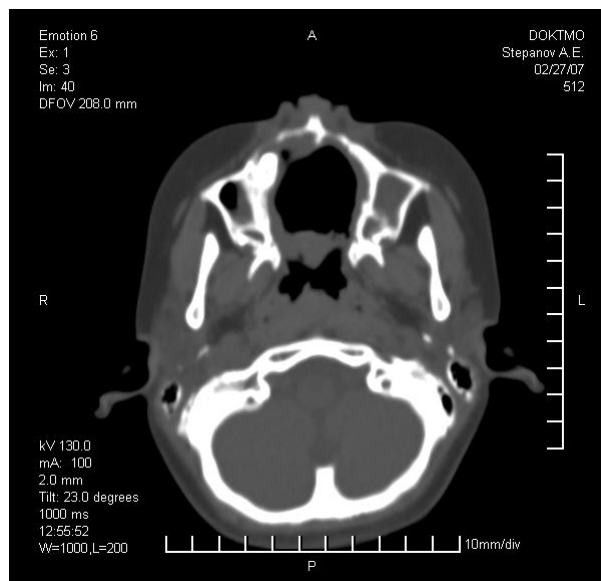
Спиральная компьютерная томография лицевого скелета ребенка С. после операции.
